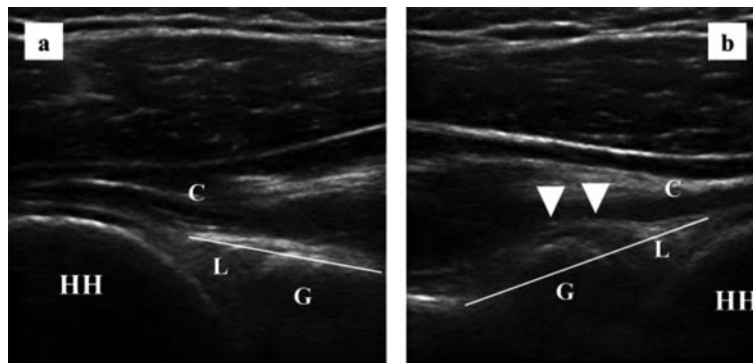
MRA で後方関節窩・関節唇の形態変化が確認された選手の超音波像
